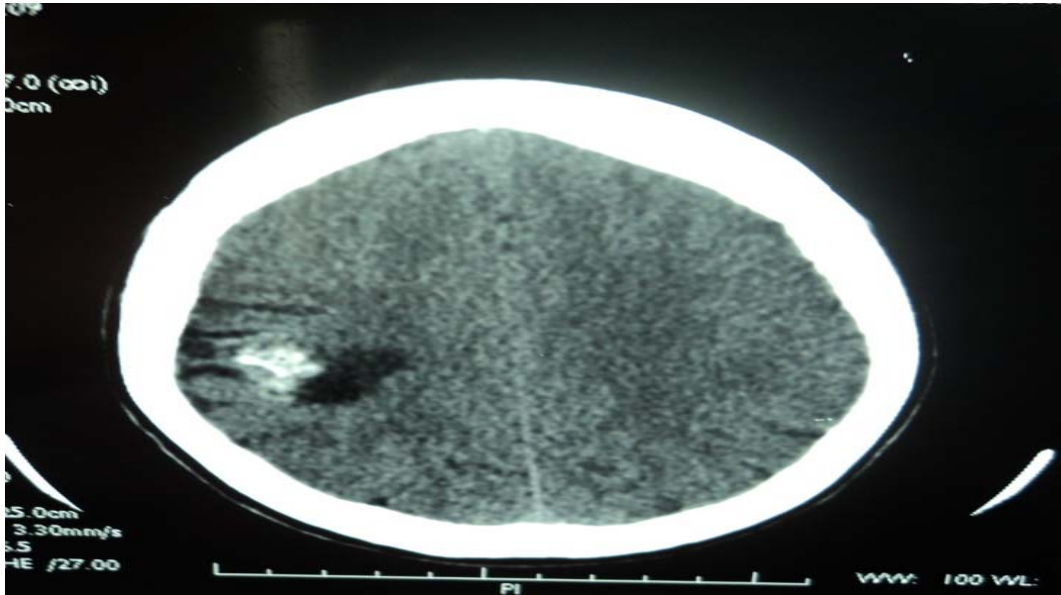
TDM en coupe axiale sans injection du PDC montrant une lésion arrondie pariétale droite de 26/18mm, spontanément hyperdense associée à un hématome péri-lésionnel (service de Radiologie du CHU MED VI).
